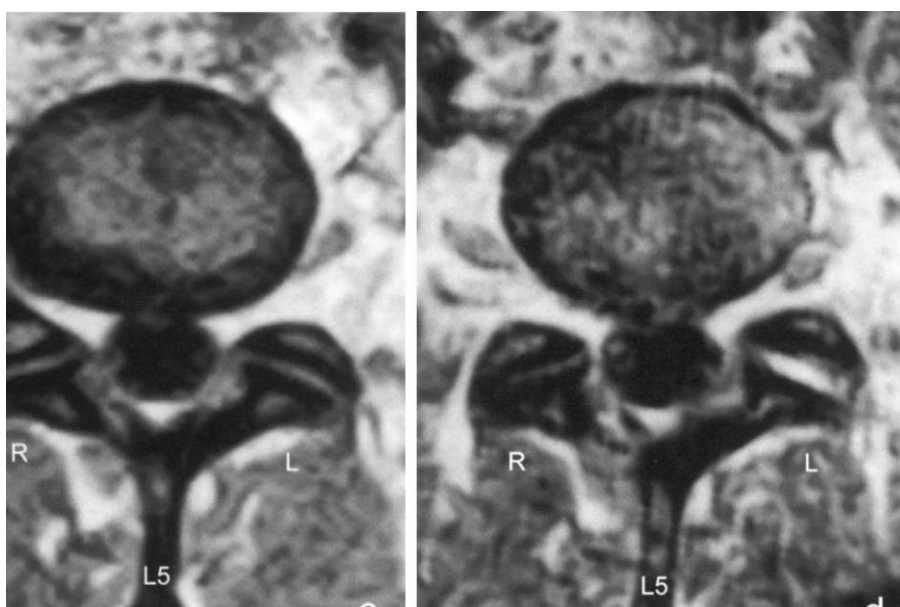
RMN prueba de aumento de la movilidad de una articulación intervertebral antes y después de la manipulación vertebral.
